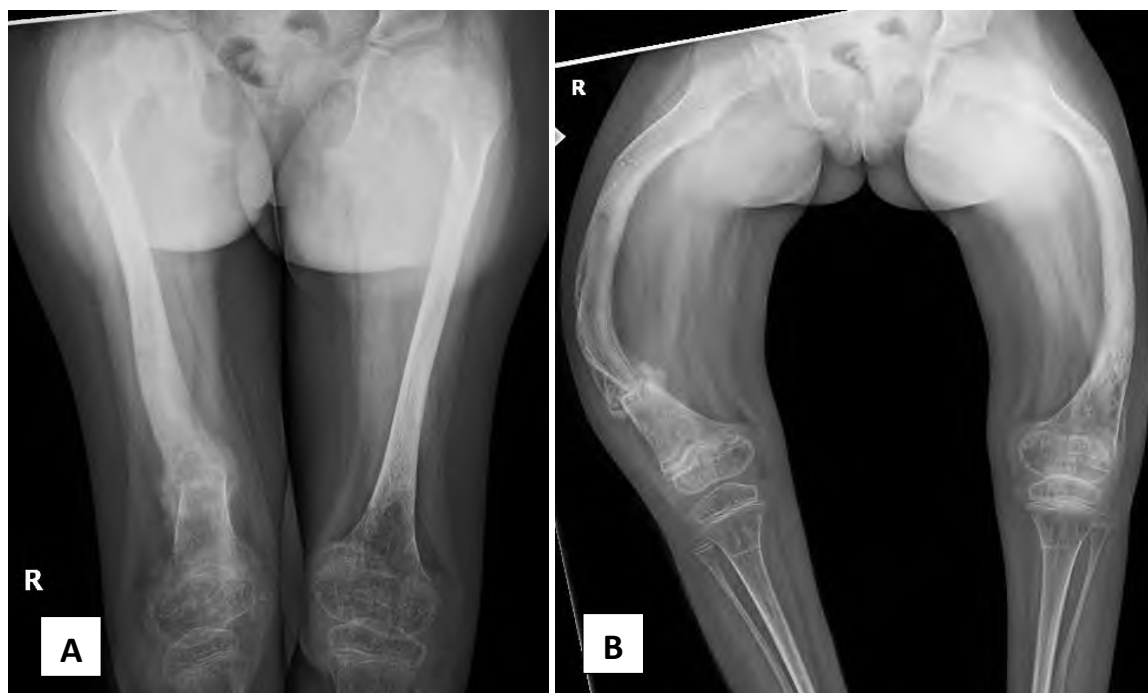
Рентгенография бедренных костей в прямой (А) и боковой (В) проекциях.
